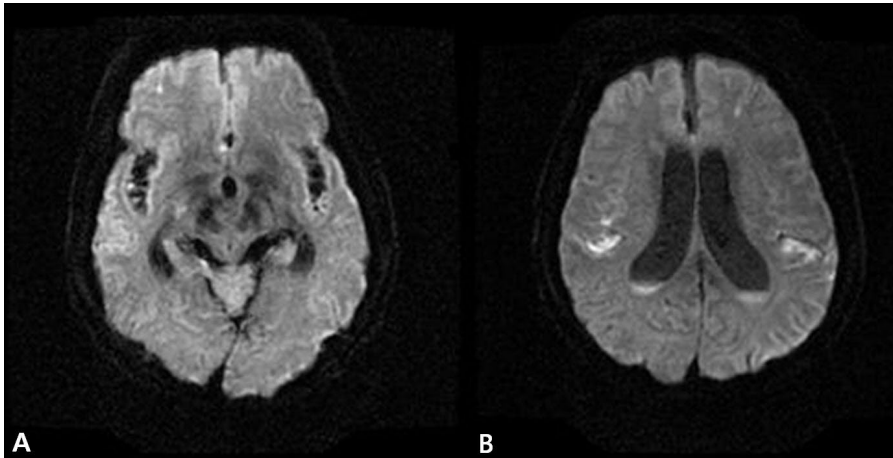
Axial magnetic resonance imaging diffusion weighted image on admission day 4 shows diffuse leptomeningeal enhancement (A) and increased size of ventricular system (B).
